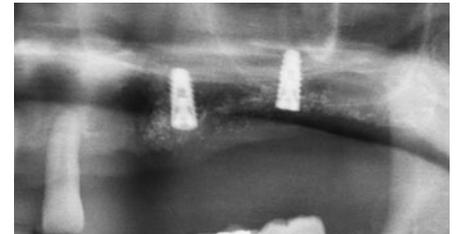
術後3ヶ月のX線像。リカバリーは骨補填材がどれだけ残るのを見定めるためと、周囲の炎症がおさまるのを待つために3ヶ月後に行う。
